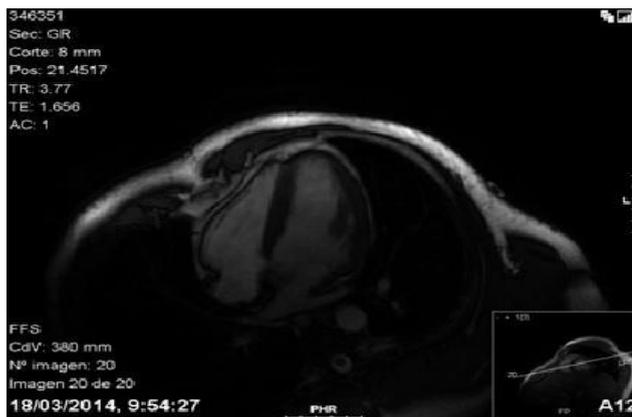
Resonancia cardíaca.
